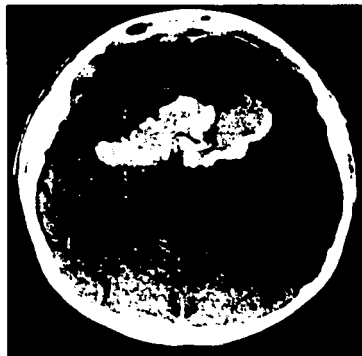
TAC de cráneo, axial, simple, que muestra lesión heterogénea, con calcificaciones multiformes y cavidades quísticas, a nivel de la parte anterior del III ventrículo
